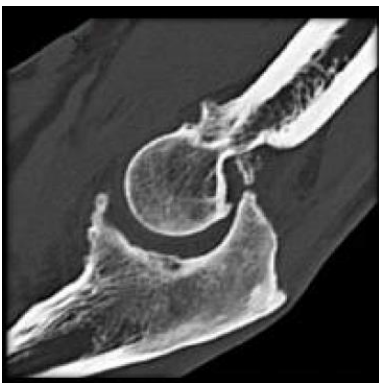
Sagittal CT: Confirmation of the intra-articular position of the posterior bone block in the olecranon fossa.
